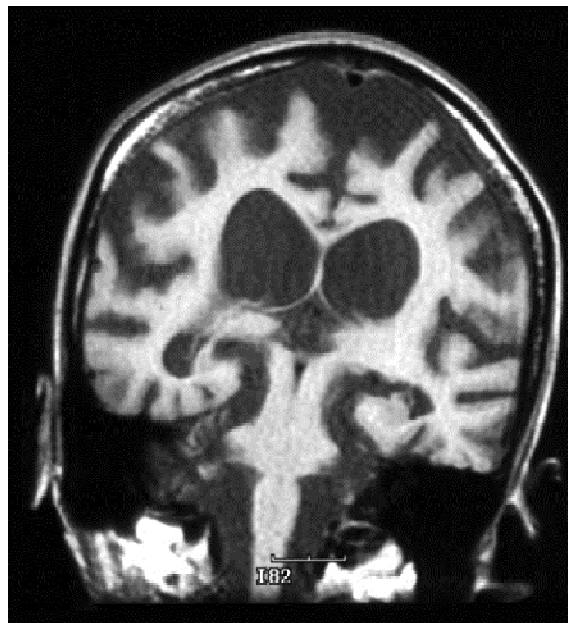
IRM chez un sujet:atrophie sévère et diffuse cérébrale et cérébelleuse.[73]
